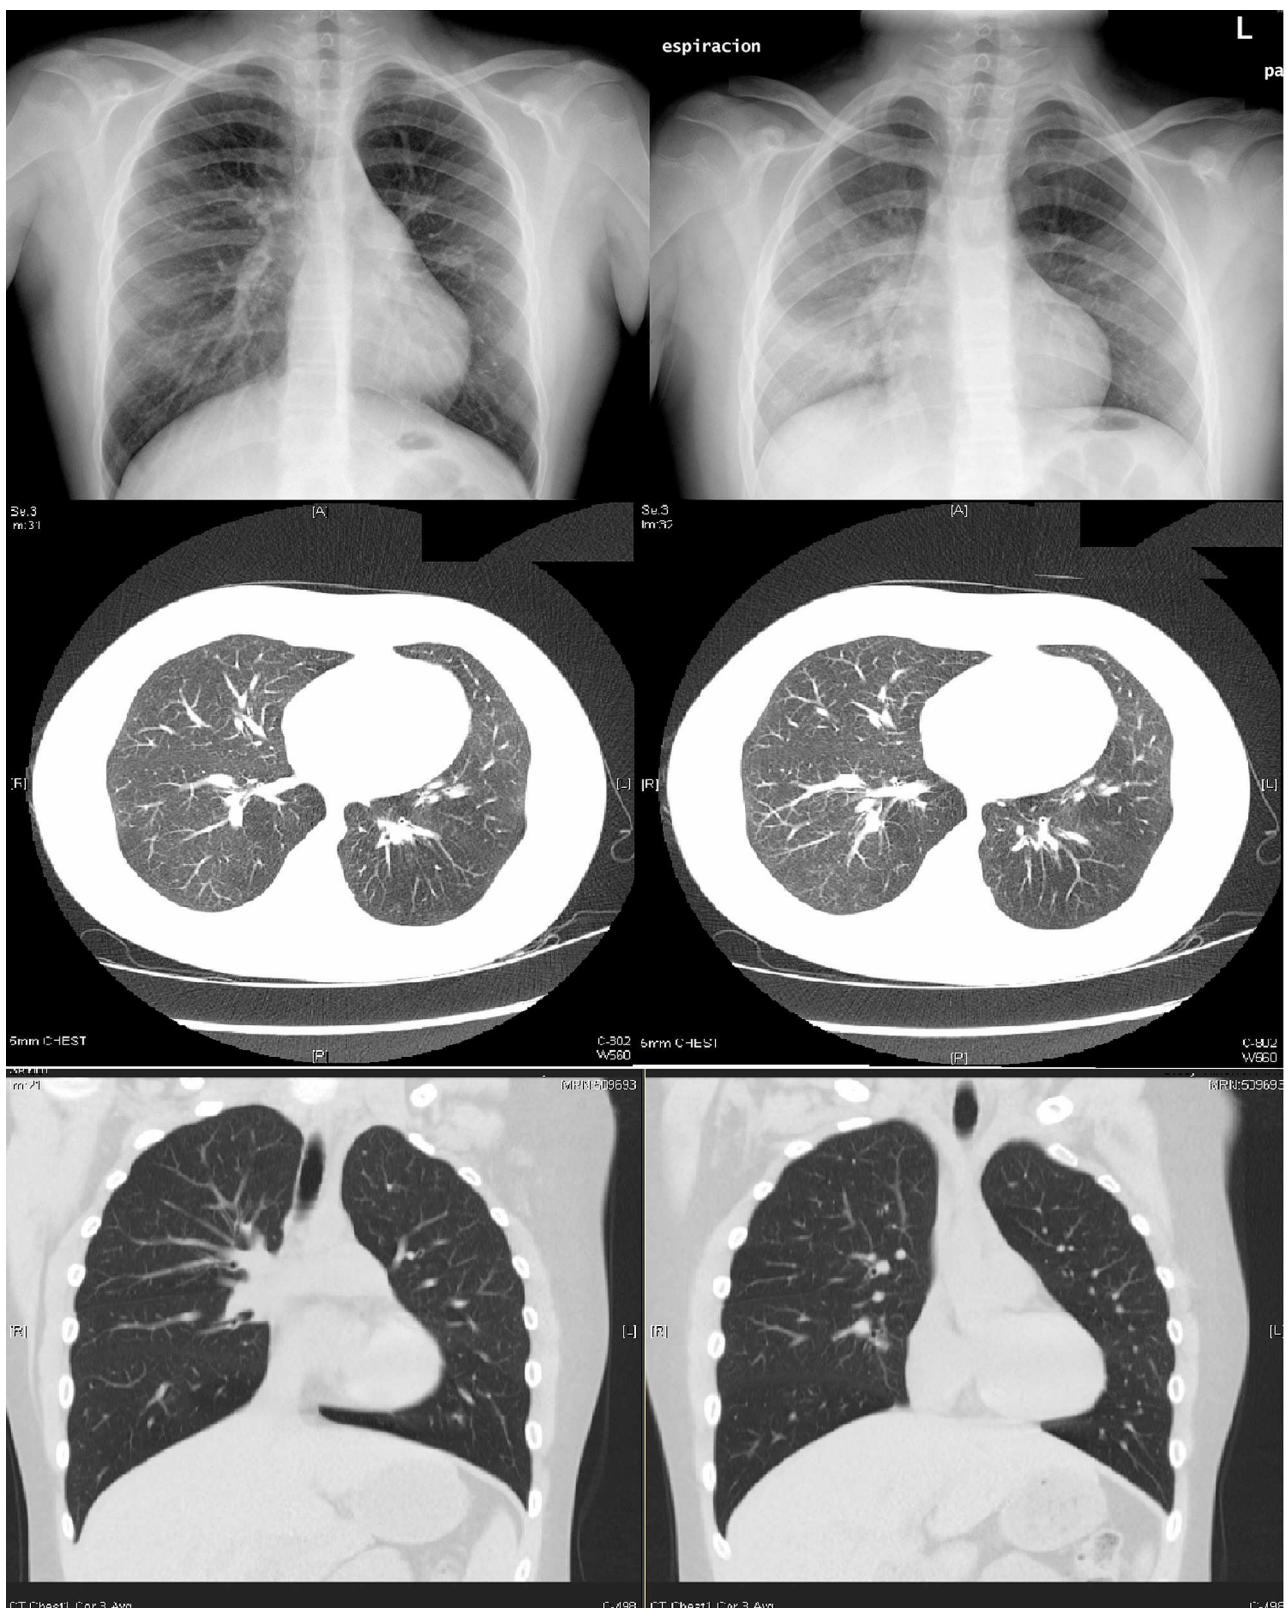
Arriba: radiografías de tórax en inspiración y espiración, mostrando el menor tamaño del pulmón izquierdo, que atrapa aire en espiración. Medio y abajo: TAC torácica que muestra la asimetría en el volumen de ambos pulmones, siendo menor el del izquierdo, y discreta disminución del calibre de las estructuras vasculares, que es más evidente en el LII.
